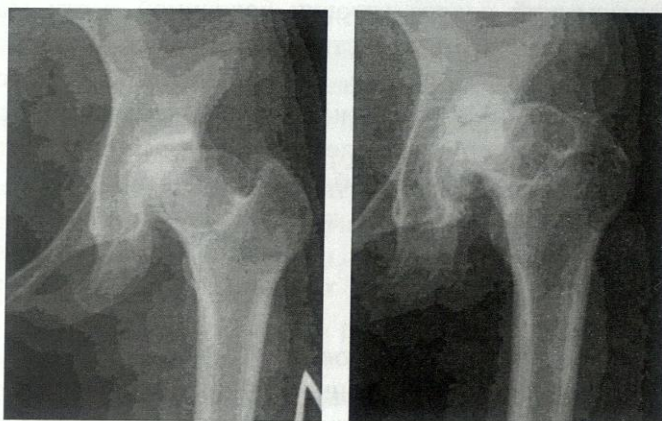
Рентгенограмма больной с коксартрозом на почве перенесенной болезни Легга-Кальве-Пертеса. Уплотнение головки бедренной кости и вертлужной впадины, короткая шейка, высокое стояние большого вертела, сужение рентгенологической суставной щели, краниолатеральная инклинация вертлужной впадины: а – рентгенограммы в возрасте 22 лет, б – в возрасте 49 лет
